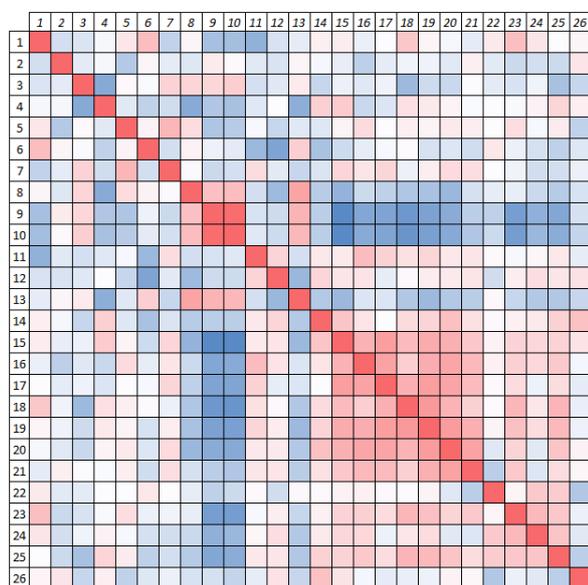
Matriz de correlação entre 26 biomarcadores para a DA, onde a cor vermelha representa correlação diretamente proporcional e a cor azul representa correlação inversamente proporcional. 1. Idade; 2. Peso; 3. MRI; 4. MMSE; 5. t-tau (CSF); 6. Aβ42 (CSF); 7. p-tau181 (CSF); 8. CDR; 9. ADAS; 10. ADAS Modificado; 11. ApoE Alelo 1; 12. ApoE Alelo 2; 13. FAQ; 14. Logical Memory (NB); 15. Clock
